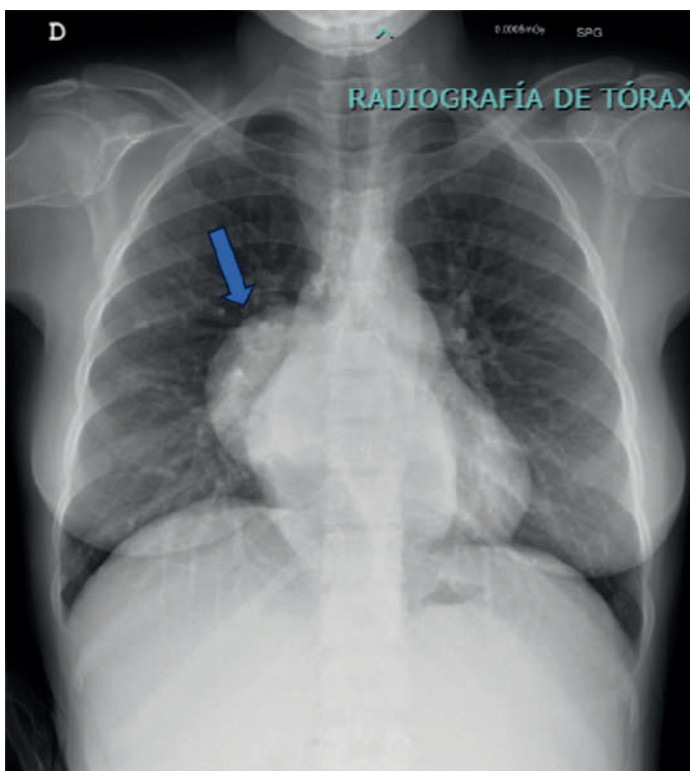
Radiografía de tórax en proyección anteroposterior que evidencia una imagen nodular de gran tamaño, de ubicación predominante a nivel parahiliar derecho, sin borramiento de la silueta cardiaca.
